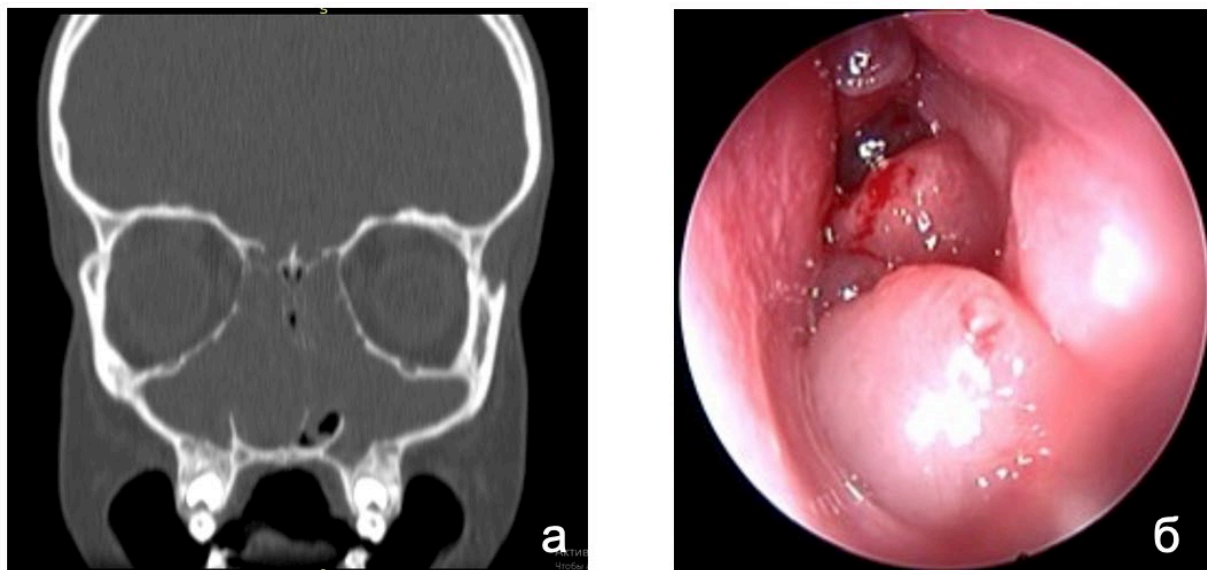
КТ (коронарная проекция) (а) и интра-операционная эндоскопическая картина (левая половина носа, эндоскоп 0°) (б) МВ-ассоциированного ХРС (субфенотип – полипозно-гнойный пансинусит). Пациент 11 лет (мутации I класса)
